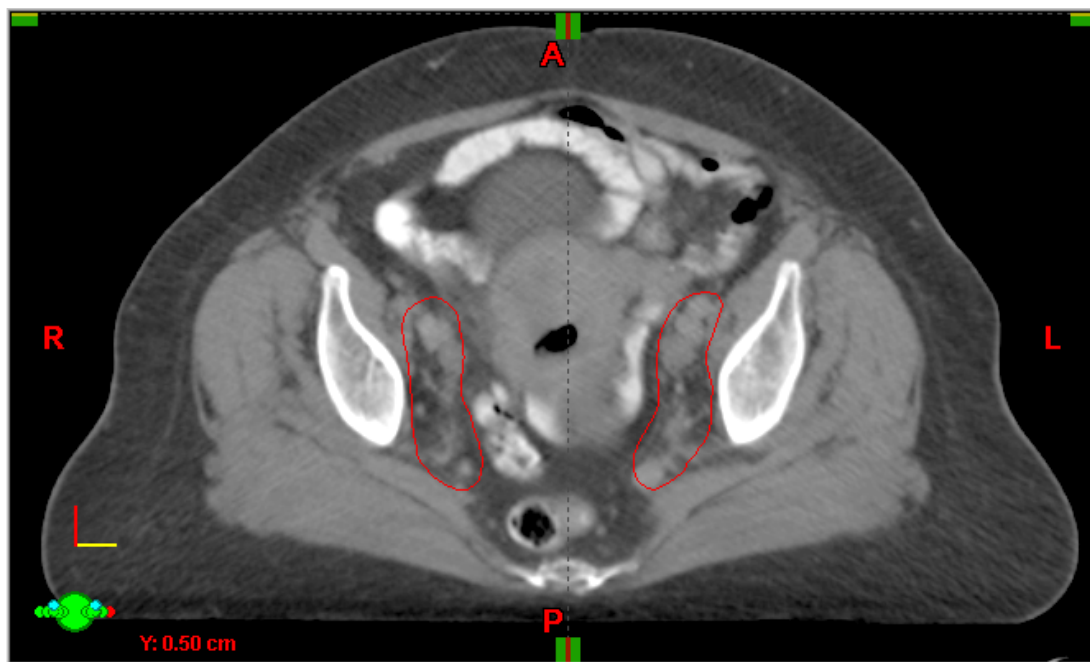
Exemplo do delineamento na tomografia de simulação dos linfonodos das cadeias ilíaca interna e externa (Id: 04).
